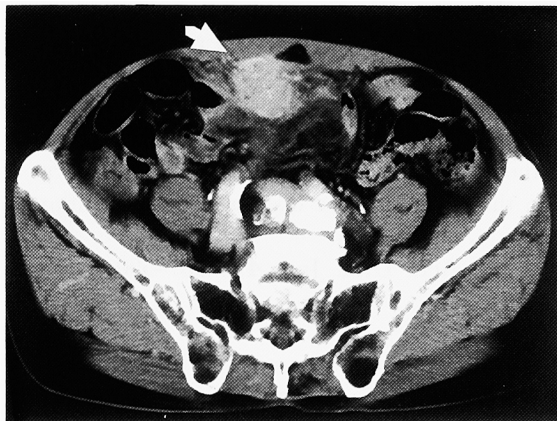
CT scan revealed a solid mass beneath the rectal muscle below the umbilicus. The mass was slightly enhanced (arrow).
